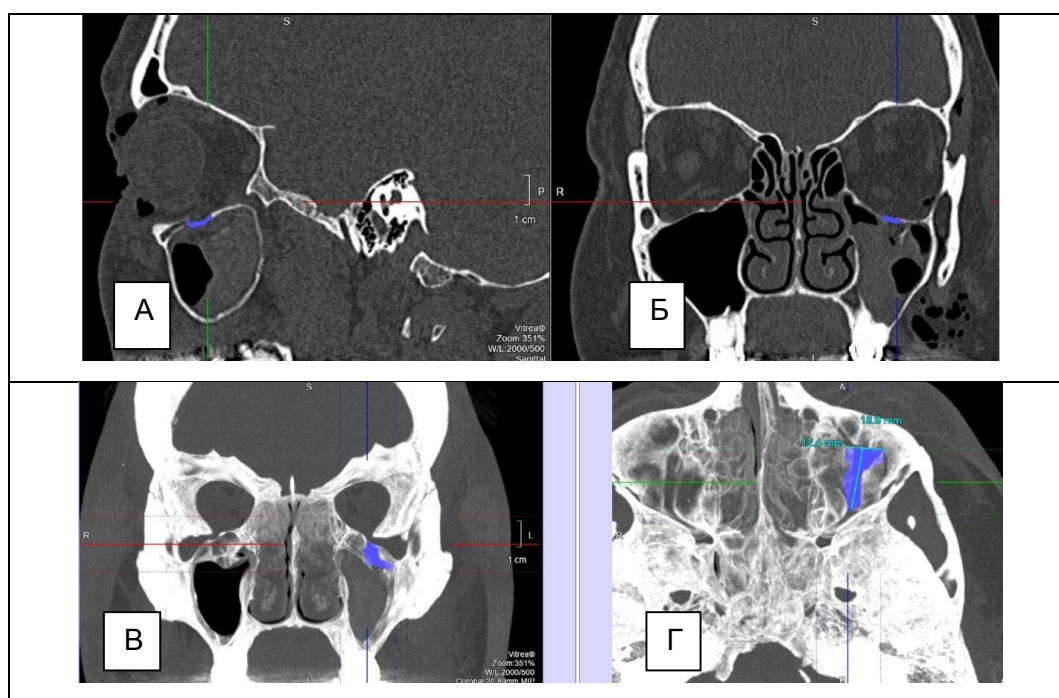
МСКТ. А – сагиттальная реконструкция, Б, В – корональные реконструкции, Г – аксиальная реконструкция. Методика обработки изображений для измерения объёма и площади дефекта нижней стенки орбиты
